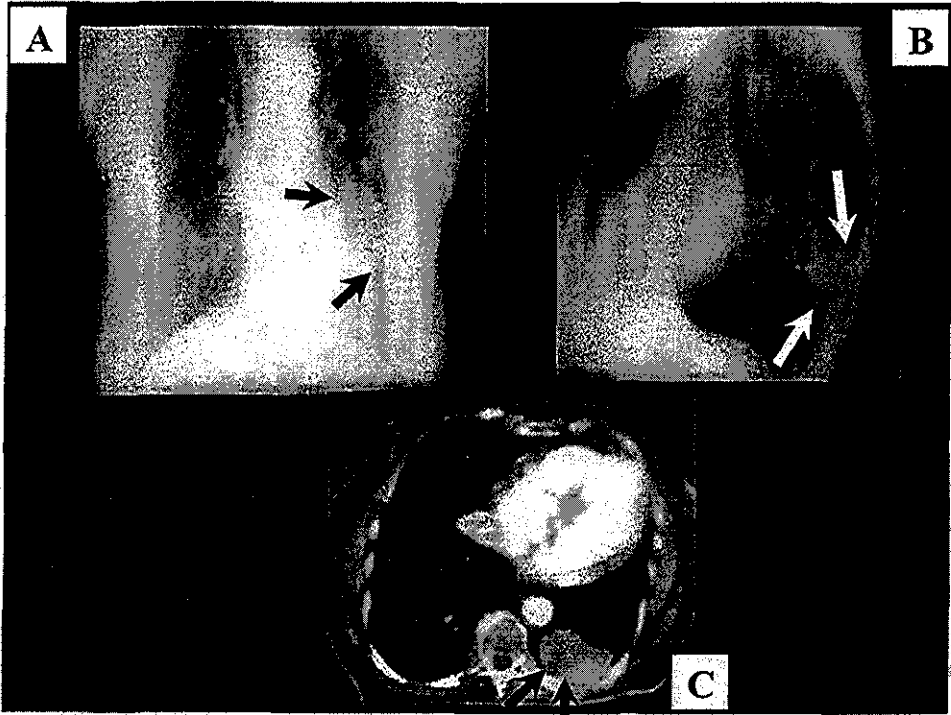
Schwannoma / Neurofibroma. A. Rayos X de tórax en PA. Existe una lesión paracardiaca izquierda de contornos redondeados con signo de la silueta negativo (flechas). B. En la radiografía lateral se corrobora que la lesión se localiza en el mediastino posterior (flechas). C TCH con contraste. La masa esta a nivel paravertebral izquierdo, tiene un reforzamiento heterogéneo con el medio de contraste y no invade estructuras vecinas (flechas)
